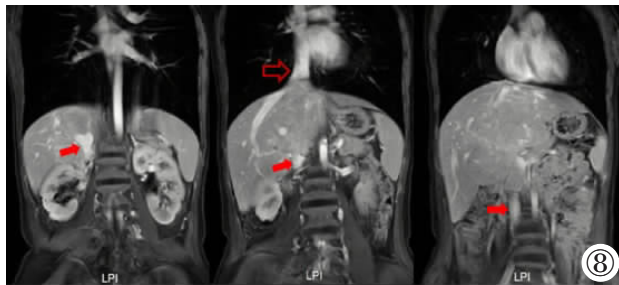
增强 MRI 冠状位下腔静脉视角(红色实心箭头)、增强 MRI 冠状位肝静脉汇入上端下腔静脉(红色空心箭头)。
